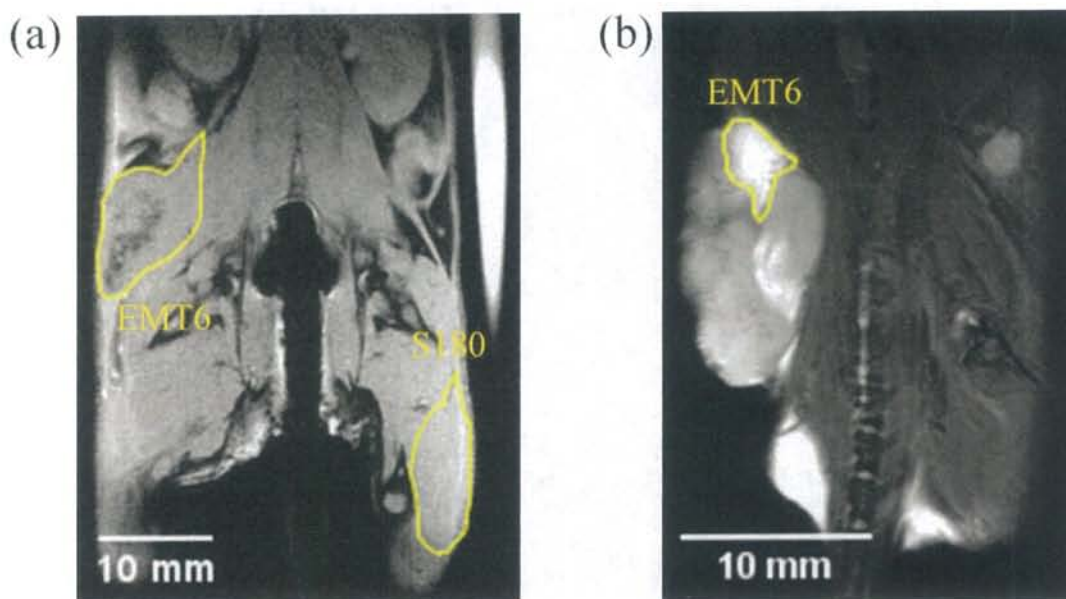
(a) 2D FLASH DCE-MRI に用いたマウスの T_2 強調軸位面像の一例。画面左側に EMT6、画面右側に S180 が描出されている。(b) 3D FLASH DCE-MRI に用いたマウスの T_2 強調矢状面画像。黄色の枠線は $C(t)$ 導出に用いた ROI を表す。
